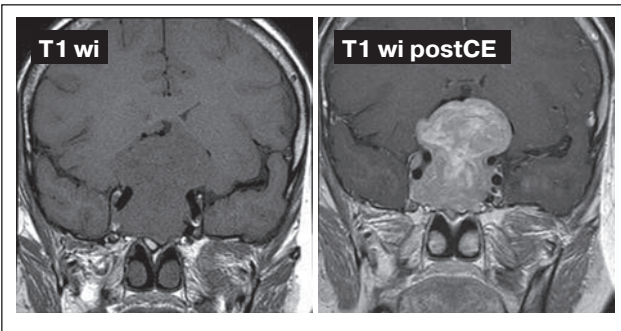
Макроаденома гіпофіза. МРТ із внутрішньовенним контрастуванням (Томовіст)
